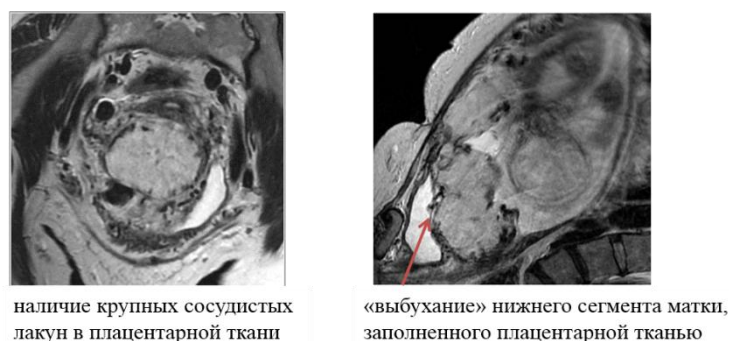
МРТ-признаки врастания плаценты.
